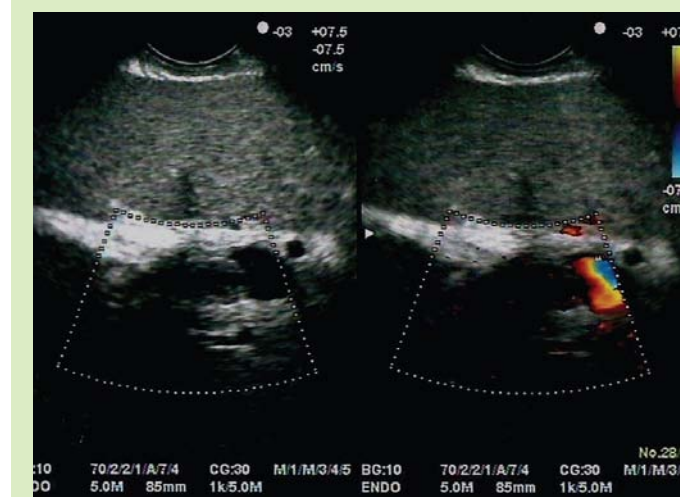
Ecoendoscopia linear-doppler, por abordagem gástrica, evidenciando-se o ramo esquerdo da veia porta no segmento terminal justa recesso de Rex, com trombo endoluminal
